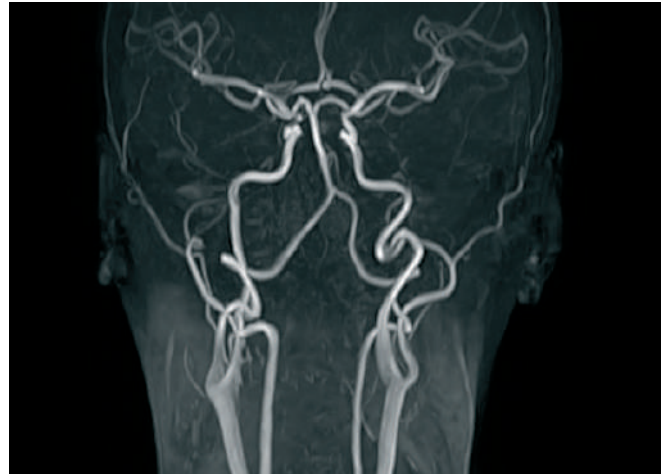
S-подібна девіація шийних сегментів обох внутрішніх сонних артерій у пацієнтки Р. за результатами магніторезонансної томографії.
